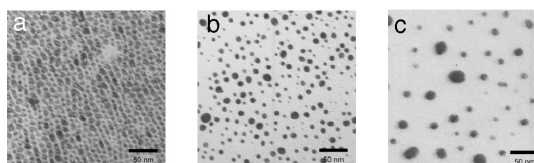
放射状に並んだ CTA 誘導体を周囲に配する金ナノ粒子の透過型電子顕微鏡像
